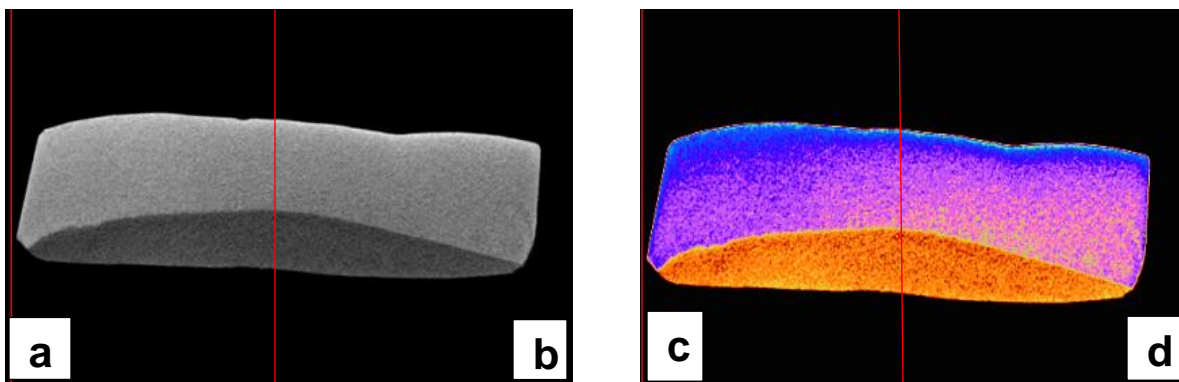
a.b y 11.c.d Imagen micro CT muestra palatina del grupo sacarosa en escala de grises y colorificada. Los recuadros 11a y 11c corresponden a la zona control sin exposición al medio oral mientras que los recuadros 11b y 11d corresponden a la zona expuesta a sacarosa.
